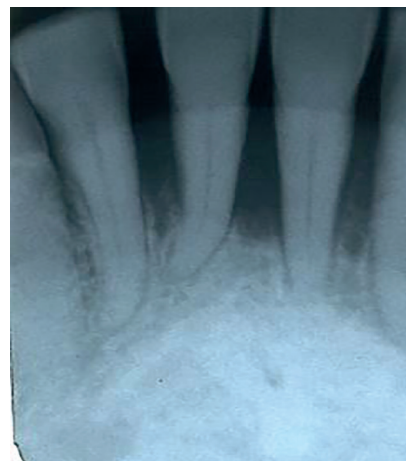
Radiografía del caso.
